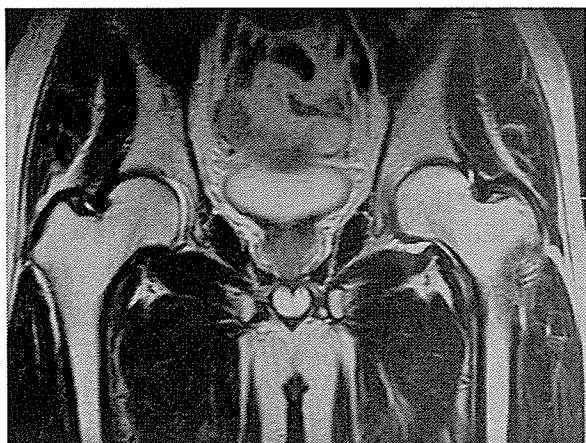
発症後3ヶ月のMRI、T2強調画像。大腿骨頸部から転子間に広がるびまん性の high intensity area を認めた。
